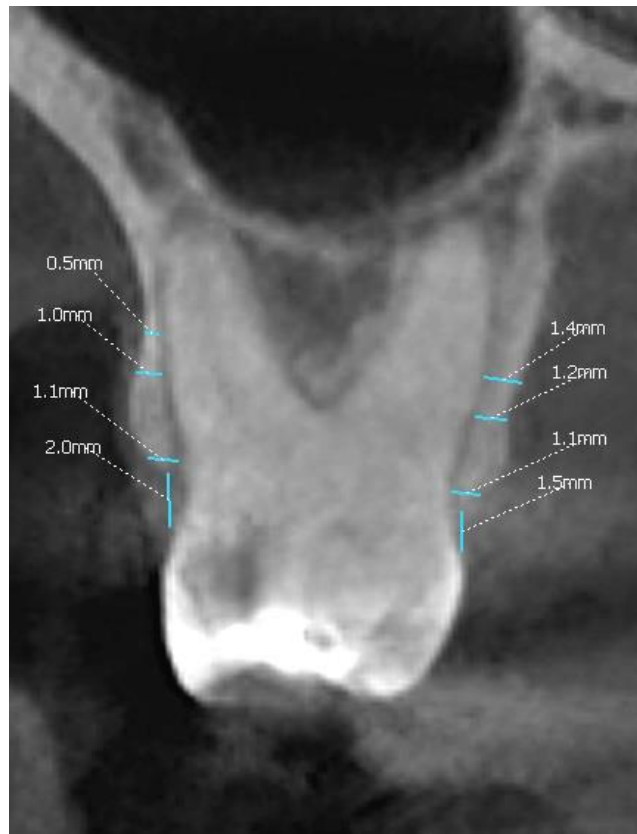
a-b. Skan CBCT korzenia policzkowego bliższego zęba trzonowego przed i po leczeniu ortodontycznym.
